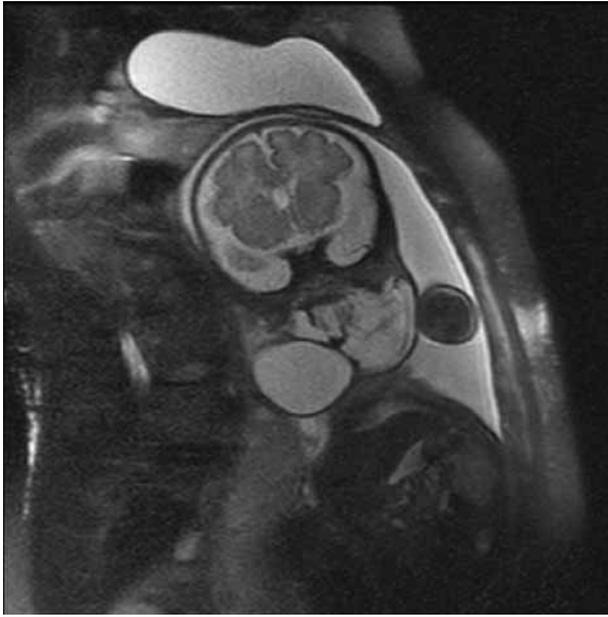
RMN prenatal. Linfangioma gigante que afecta vía aérea, lengua y parótida.
